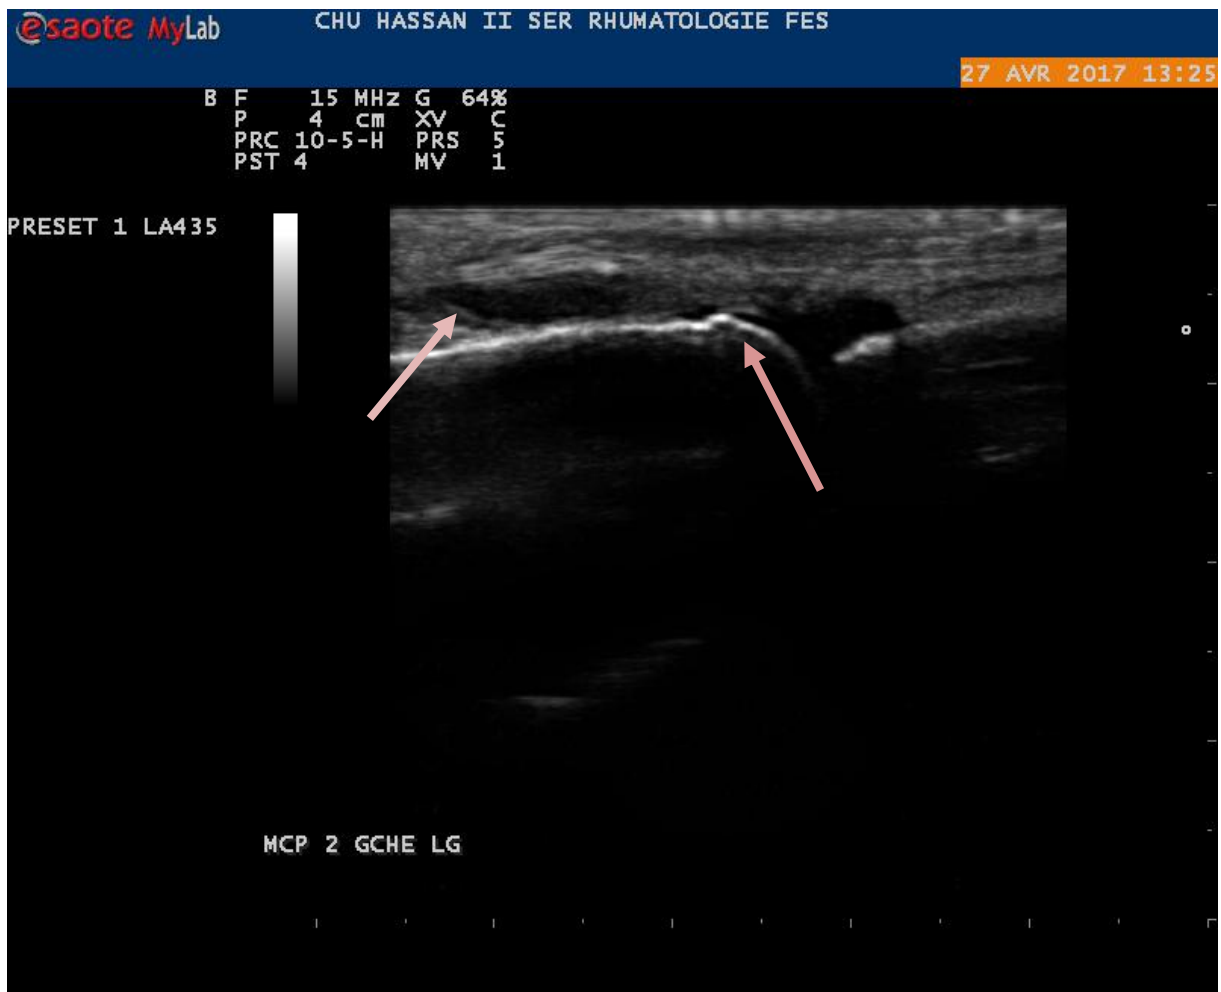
Synovite grade 3 de MCP 1 gauche inactive au doppler
